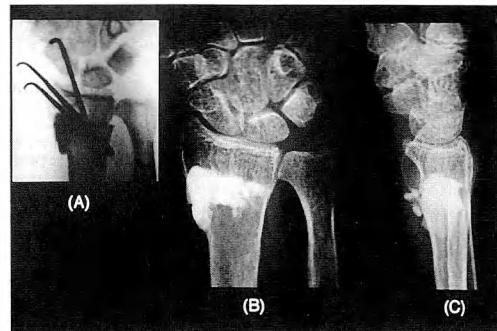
Good reduction that was seen in the intraoperative image under fluoloscopy (A) was maintained in the posteroanterior (B) and lateral (C) X-ray films at 6 month postoperatively (A).
